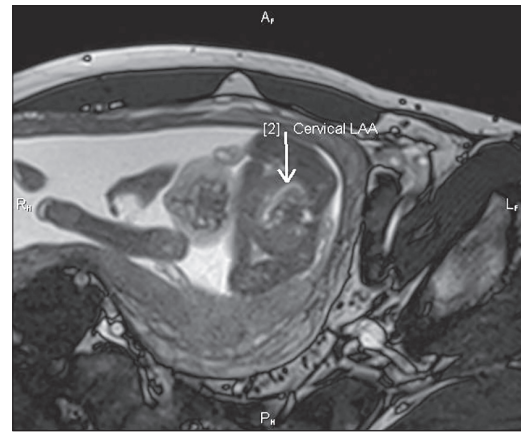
МРТ плода. Горизонтальна площина, 20 тижнів вагітності
